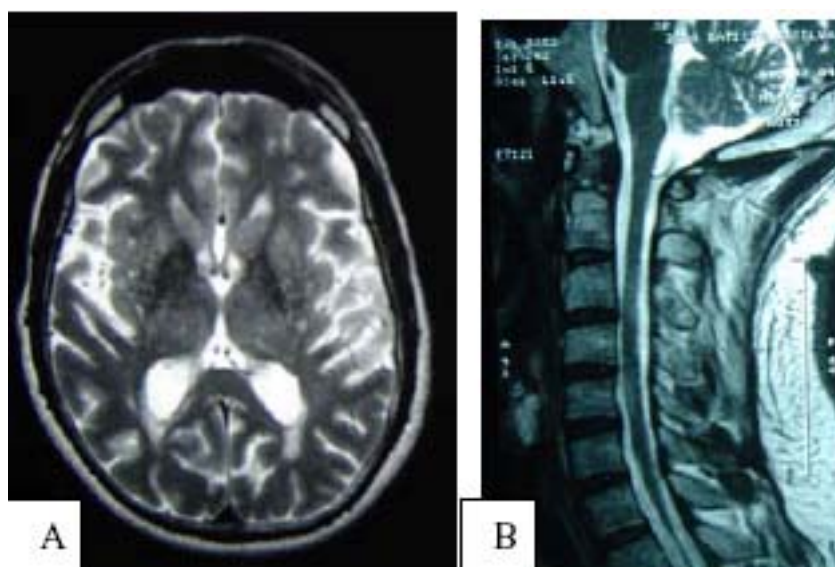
RM de crânio e coluna vertebral (cervical) positivas de acordo com critérios de Thompson. A) Nove lesões hiperintensas em T2. B) Mínimo de duas lesões em níveis diferentes.
